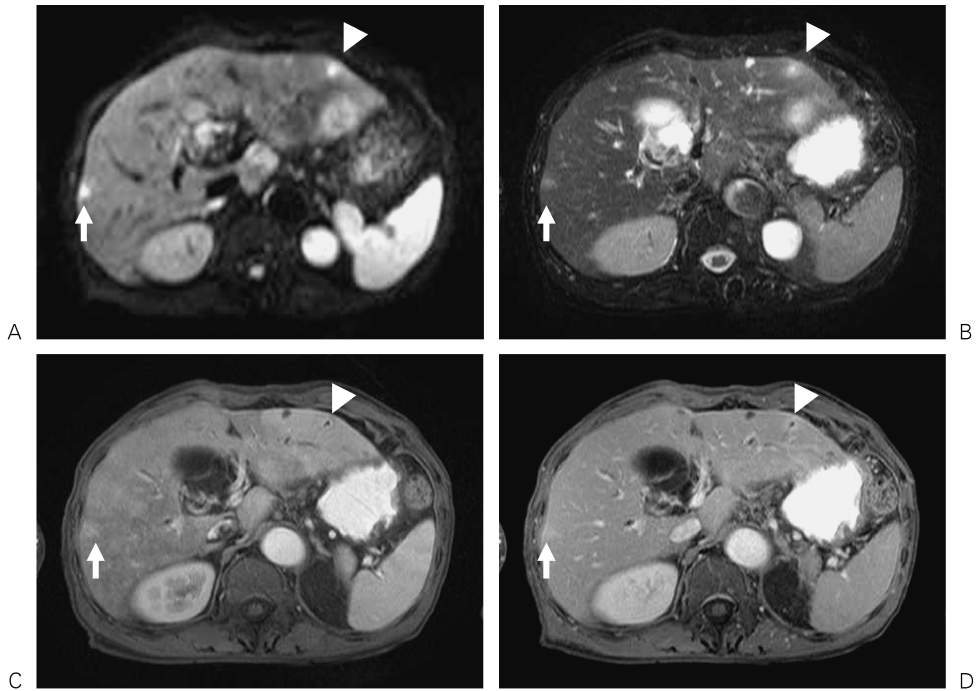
Multiple hepatic metastases due to pancreatic cancer of an 83-year-old male is shown. The both nodules in S5/6 (arrow) and the ventral side of the lateral segment (arrowhead) are observed hyperintensely both on DWI (A) and T₂WI (B) (arrow). The former nodule shows wedge-shaped enhancement around itself on both arterial phase (C) and delayed phase of dynamic study (D). This lesion is a metastasis due to pancreatic cancer. On the other hand, the postcontrast images reveal that the latter nodule has a cylindrical structure which is consistent with a dilated intrahepatic bile duct. These findings are also typical for a localized cholangitis. The ill-defined high signal area on DWI and T₂WI in the dorsal aspect of the lateral segment is the partial volume of another inflammatory process in the liver.
